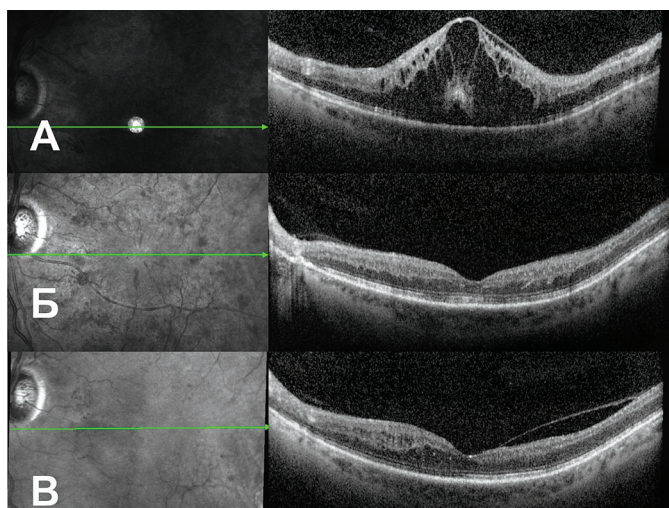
Данные оптической когерентной томографии левого глаза пациентки Б. А — до начала лечения, высокий интратретинальный кистозный отёк, отслойка пигментного эпителия. Б — через 10 дней после ИВИ «Озурдекса», полная резорбция отёка. В — через 24 недели после ИВИ «Озурдекса», состояние после ЛКС в ишемизированных участках
